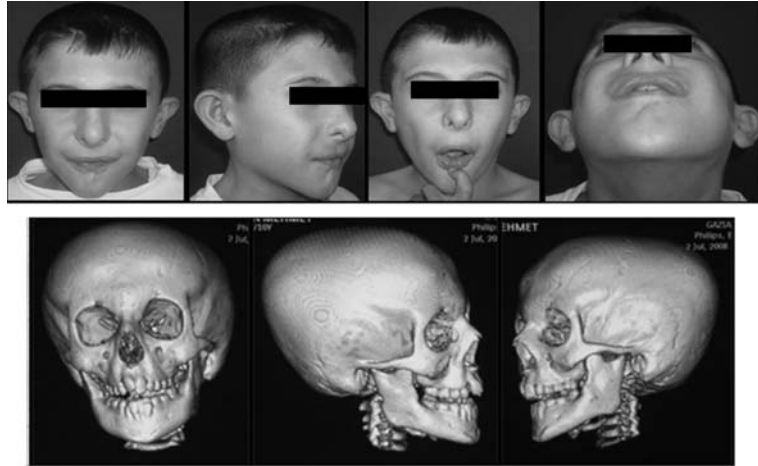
Operasyon öncesi fotoğraflar ve 3 boyutlu CT görüntüleri.
